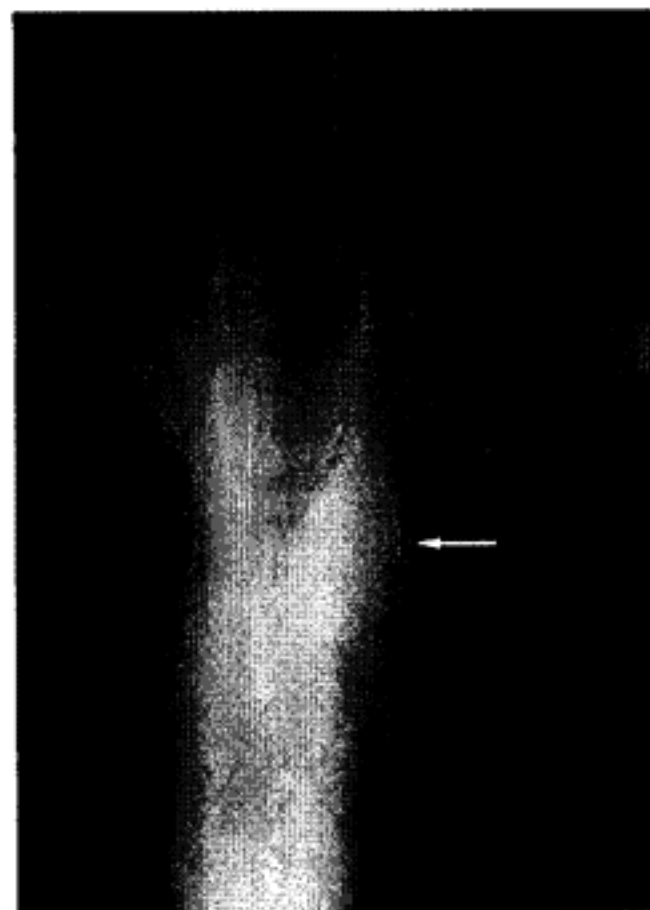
Доброякісна пухлина грудного відділу трахеї з перитрахеальним ростом. Томограма.
